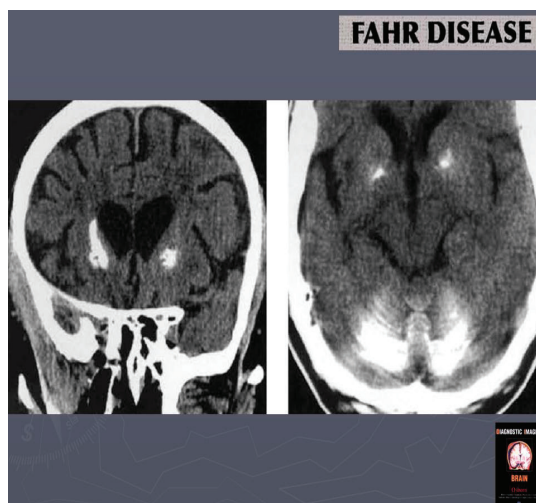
КТ-изображения показывают кальцификацию бледного шара и зубчатого ядра мозжечка
